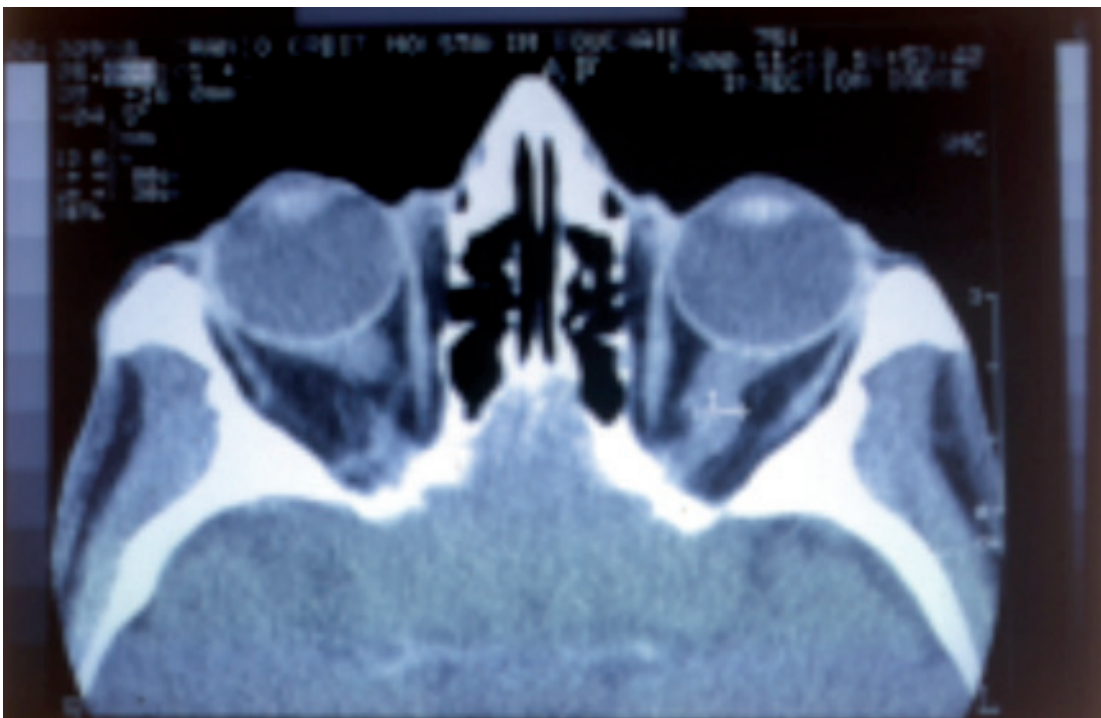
TDM orbitaire: Infiltration des deux nerfs optiques.
